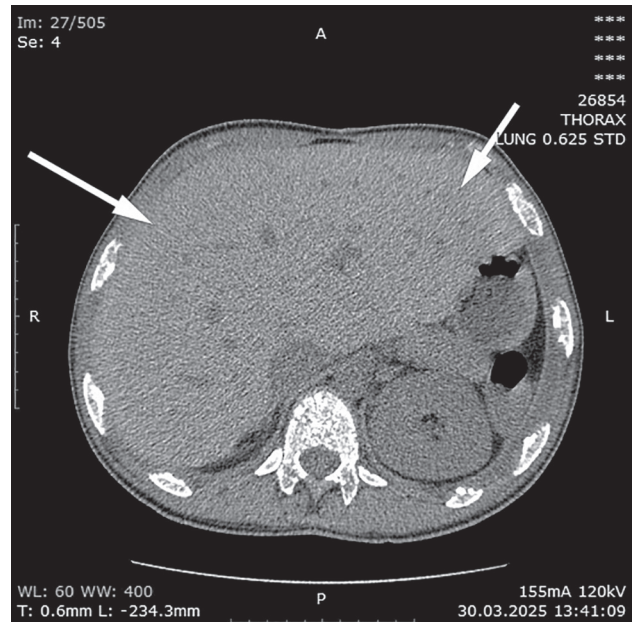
КТ органов брюшной полости, аксиальный срез, мягкотканное окно. Стрелками обозначены края значительно увеличенной печени (гепатомегалия) с признаками гемосидероза. Состояние после脾эктомии
